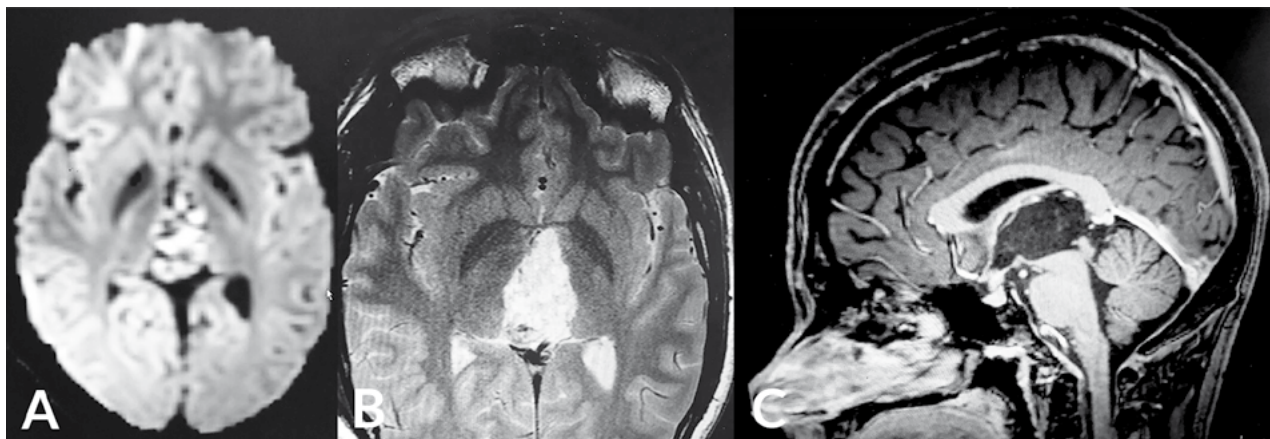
Resonancias preoperatorias. A) Axial con secuencia DWI que evidencia el patrón restrictivo de la lesión en el tercer ventrículo. B) Axial con secuencia T2WI de la lesión con características hiperintensas. C) Sagital T1WI con contraste que evidencia realce a nivel del tallo pituitario y la periferia de la lesión ventricular.
